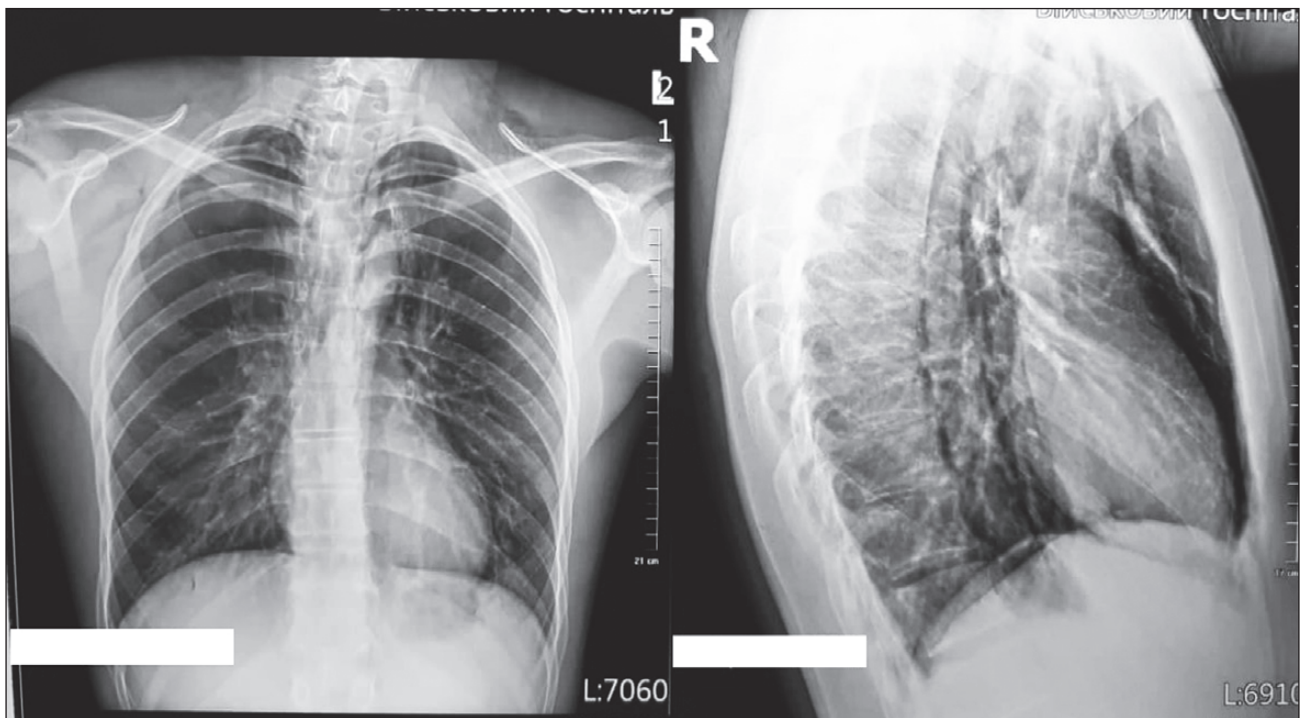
Рентгенографія органів грудної клітки при первинному обстеженні
